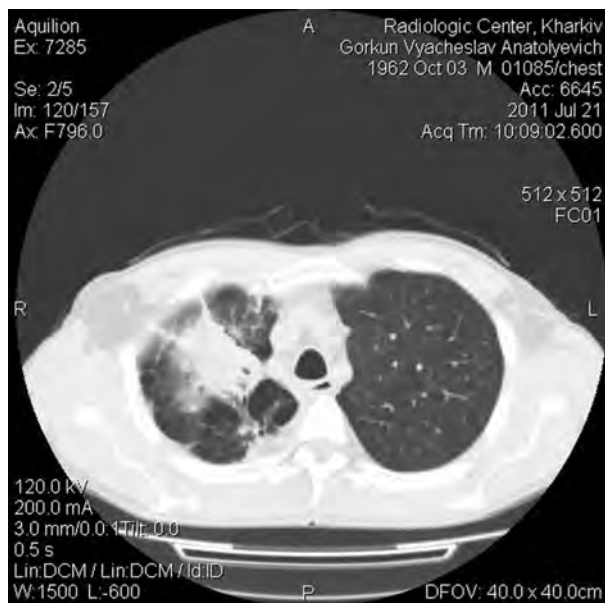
КТ ОГК: центральный рак верхней доли правого лёгкого с экзобронхиальным типом роста.
